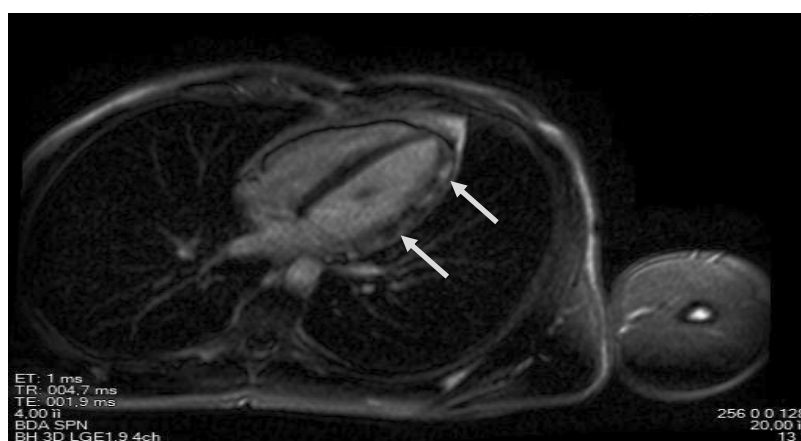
МРТ-зображення серця у хворого з міокардитом (власні дані). Візуалізується субепікардіальне та трансмуральне відстрочене накопичення контрасту в бічній і верхівковій ділянці лівого шлуночка (стрілки).
